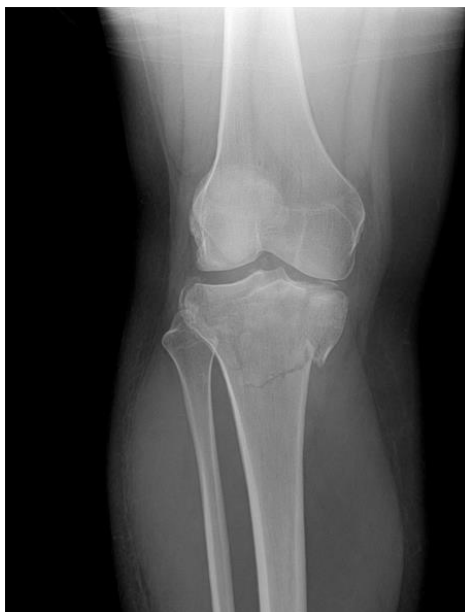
Slučaj 1: RTG LL preoperativno, mlada muška osoba stradala u prometnoj nesreći, Schatzker V; obrađena i operirana na 4. kliničkom zavodu Klinike za traumatologiju, Draškovićeva 19; S dopuštenjem pročelnika: prof.dr.sc. Esmat Elabjer, dr.med.prim.*
